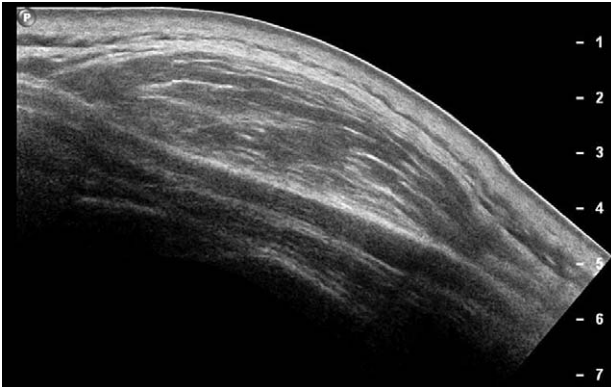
64 year old man was presented with a palpable mass lesion on his upper back, 9cm in diameter, which enlarged during the past 10 years. It was not painful but he felt mild discomfort when he was laid down as it grew larger. Ultrasonography depicted 7 cm heterogenous mass lesion within the subcutaneous fat tissue, compressing thoracic wall muscle. It showed the isoechoic to subcutaneous fat tissue, and internal hyperechoic lines suggested the possibility of lipoma.
